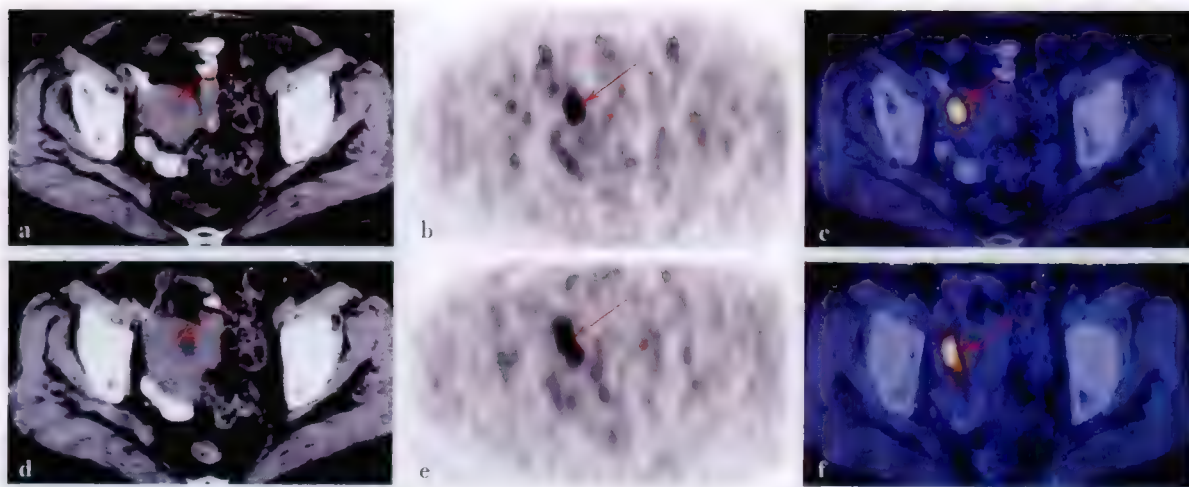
子宫内膜癌 ^{18}F -FDG PET/CT显像
